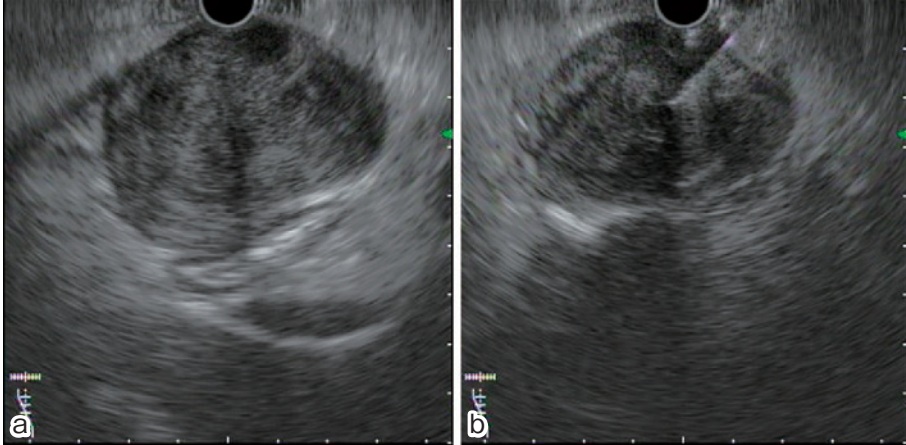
超音波内視鏡所見 a: 胃体部前壁に内部不均一な低エコーを呈する粘膜下腫瘍を認める. b: 確定診断目的に22G 穿刺針でEUS-FNAを施行した.
